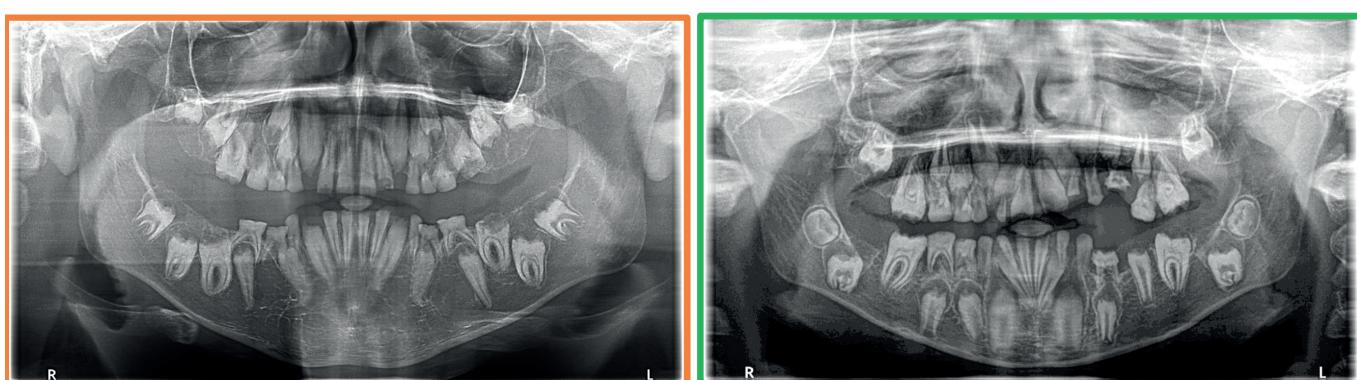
Panoramic radiographies of both brothers, showing similar enamel and dentin radiolucency, pulp calcification of various teeth and how the normal pattern of eruption had been altered.
